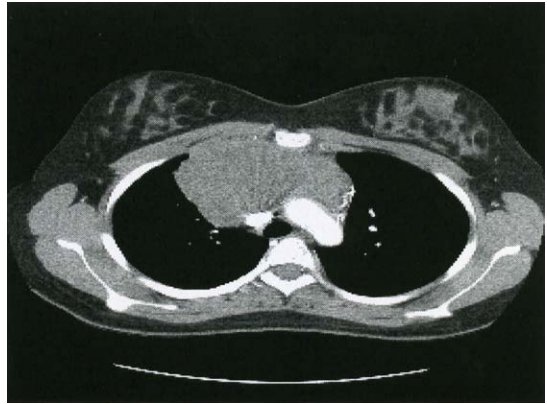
Preoperative chest computerized tomography shows well defined anterior mediastinal mass.
